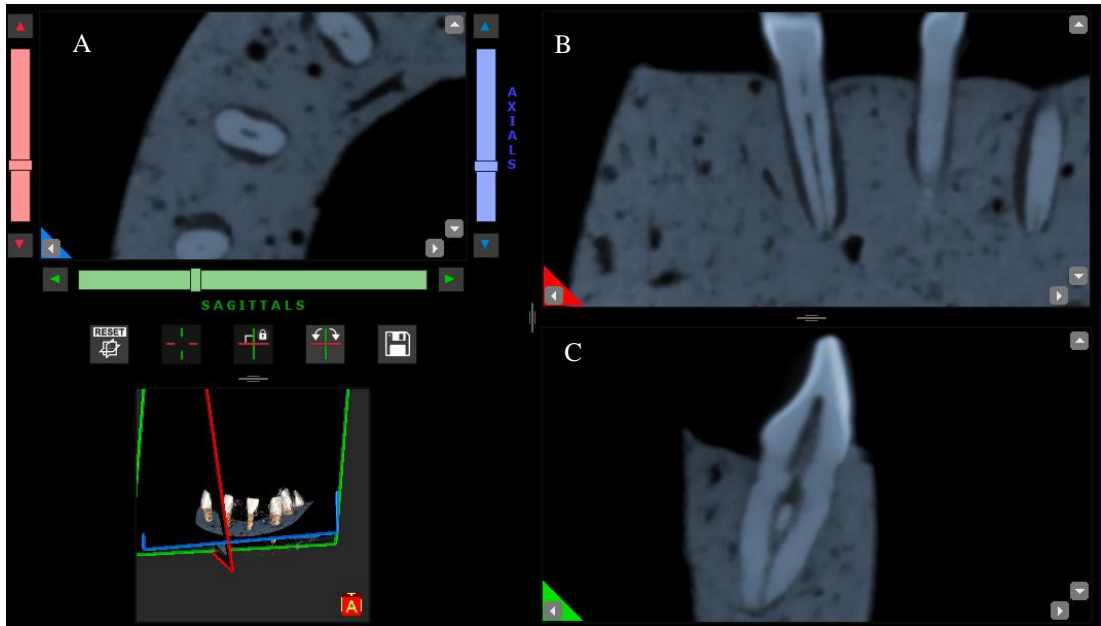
Tomografía computarizada de haz cónico de incisivo inferior. A. Corte axial, B.Corte coronal, C. corte Sagittal( clasificación de Vertuchi tipo V)
